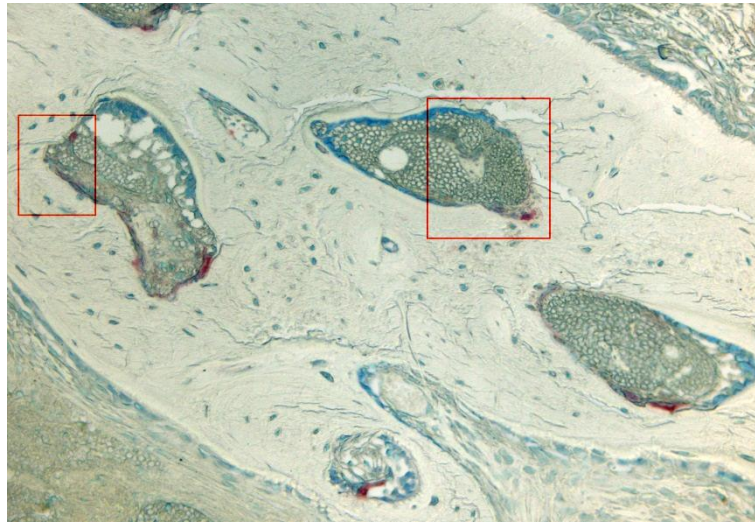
Tejido óseo normal tras coloración TRAP y BT, objetivo 10x.
